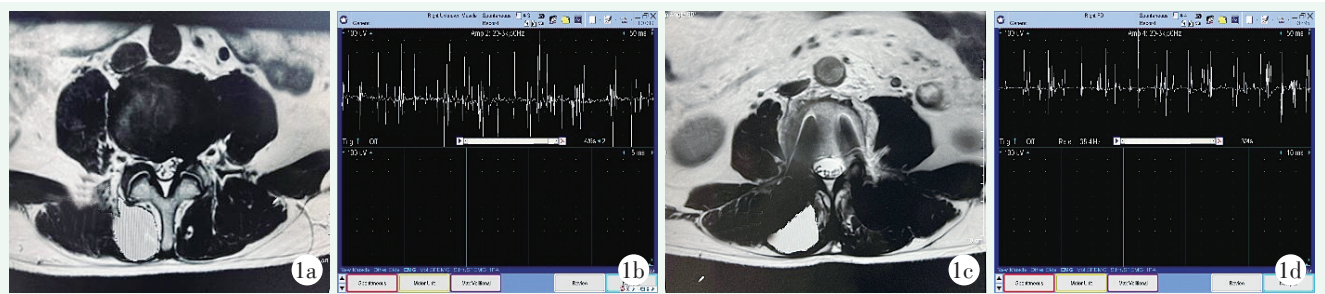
患者,男,59 岁, L_{4/5} 椎管狭窄症行 W-TLIF 术。1a: 术前测量 MRI 右侧 L_{4/5} 多裂肌横截面积; 1b: 术前肌电检测见右侧 L_{4/5} 多裂肌 MUAP 正常; 1c: 术后 6 个月 MRI 示右侧 L_{4/5} 多裂肌横截面积较术前丢失较少; 1d: 术后 6 个月肌电检测见 L_{4/5} 右侧多裂肌 MUAP 基本正常。
